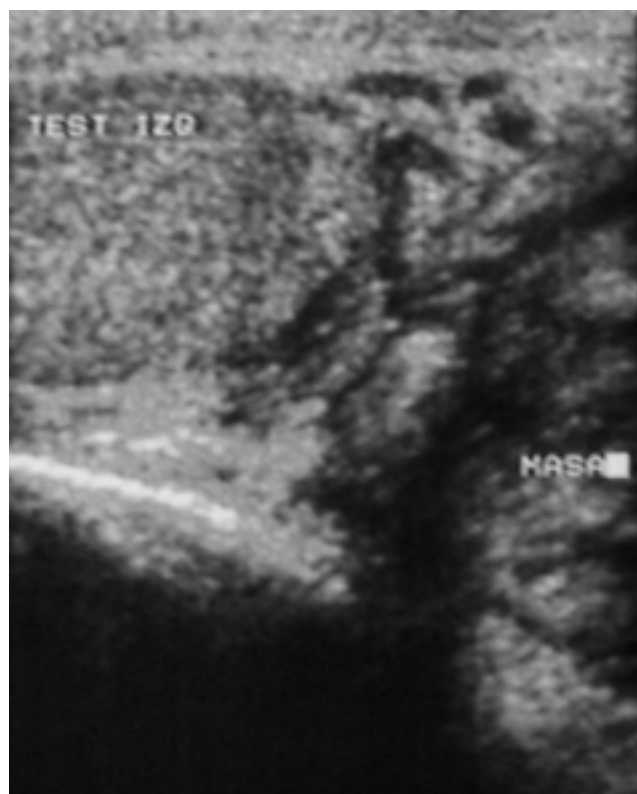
Masa extratesticular en ecografía.
